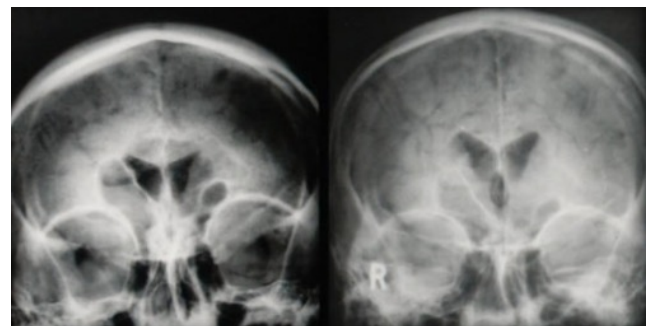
Imagen de una neumoencefalografía. La técnica consistía en inyectar 30 mL en el espacio subaracnoideo lumbar, luego tomar una radiografía simple de cráneo y así evaluar el sistema ventricular y la desviación de la línea media. Tomado de *Stanley A Hawkins. Ulster Med J 2008; 77 (1) 43-50*.
